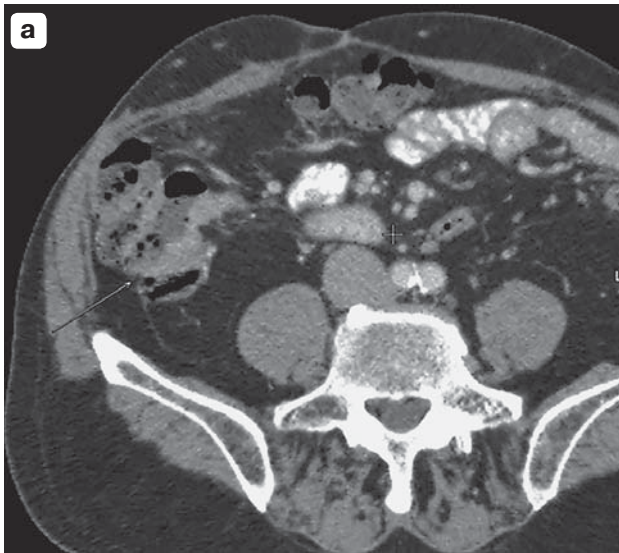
МСКТ-изображения с пероральным и внутривенным контрастированием. а – аксиальная плоскость; б – фронтальная плоскость. В правой половине брюшной полости выявляются анастомозированные петли поперечной ободочной и подвздошной кишки. Стенки в месте анастомоза неравномерно утолщены за счет опухолевой инфильтрации.
